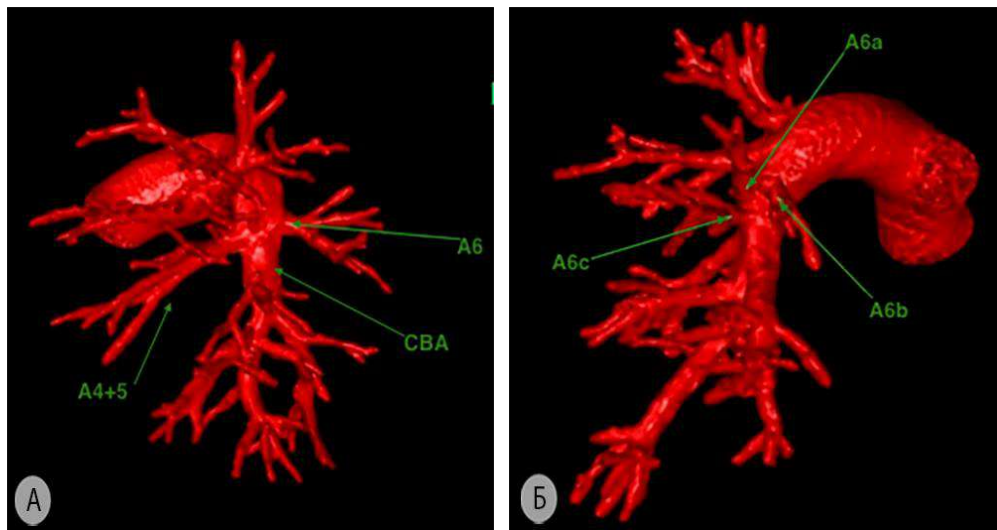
Варианты кровоснабжения задней зоны слева (3D-реконструкция МСКТ-АГ) а – одна заднезональная артерия (вид на переднюю поверхность корня левого лёгкого); б – три субсегментарных артерии к задней зоне (вид на заднюю поверхность корня левого лёгкого). A^{4+5} – общая язычковая артерия; A^6 – заднезональная артерия; A^{6a} – верхняя субсегментарная ветвь; A^{6b} – латеральная субсегментарная ветвь; A^{6c} – медиальная субсегментарная ветвь; CBA – общая базальная артерия
